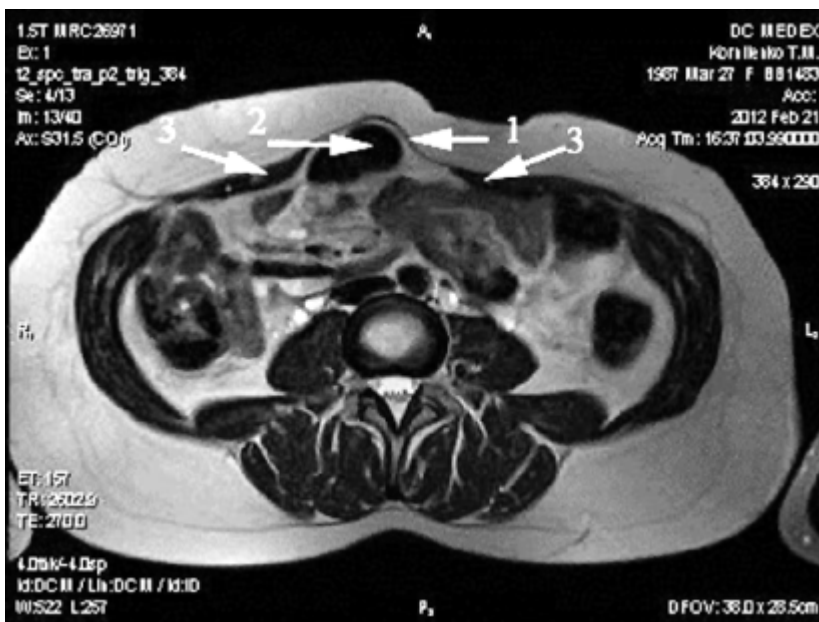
МРТ тулуба (аксіальна проекція) демонструє випинання стоншеного апоневрозу білої лінії живота при вираженому діастазі прямих м'язів
